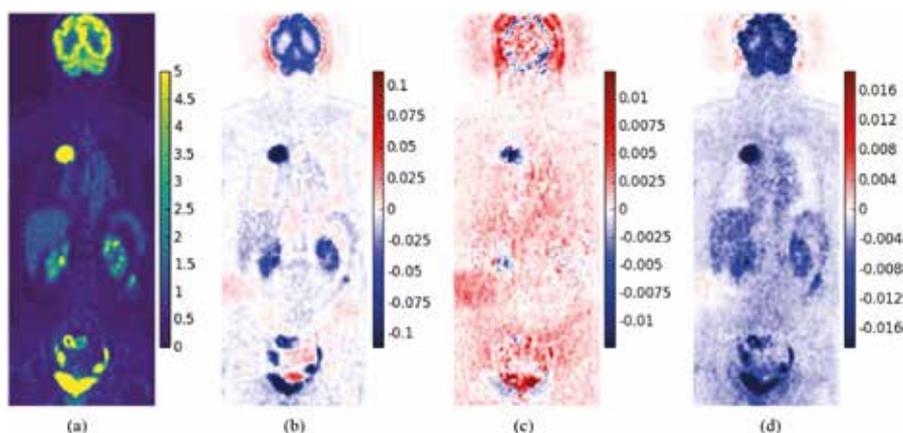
Image TEP au $[^{18}\text{F}]\text{-FDG}$ et images de différences. (a) Image de référence (b-d) Différence entre l'image de référence et des images reconstruites avec diverses approximations usuelles. Figure issue de l'article en accès libre par Filipovic, Comtat et Stute dans *Physics in Medicine and Biology*, volume 64, numéro 23, 2019.
